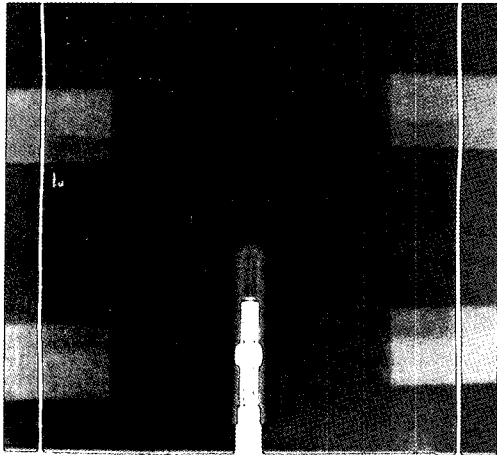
X-ray image for Source & Chamber Position
